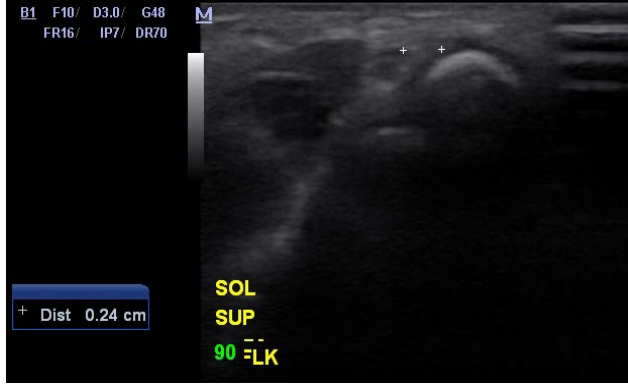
Sol dirsek supinasyon - ekstansiyondaki USG görüntüsü
